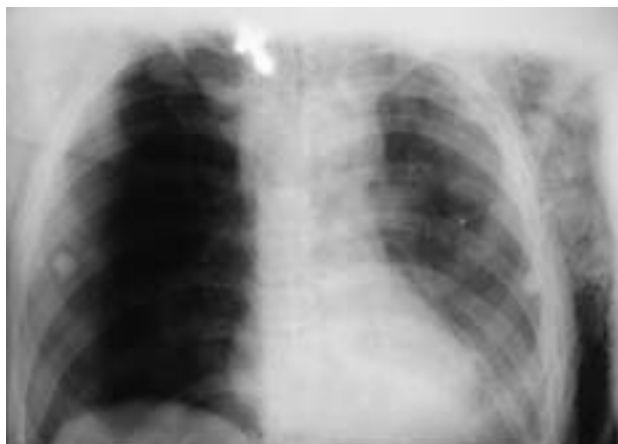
Рентгенография грудной клетки, прямая проекция. Правосторонний тотальный спонтанный пневмоторакс.
